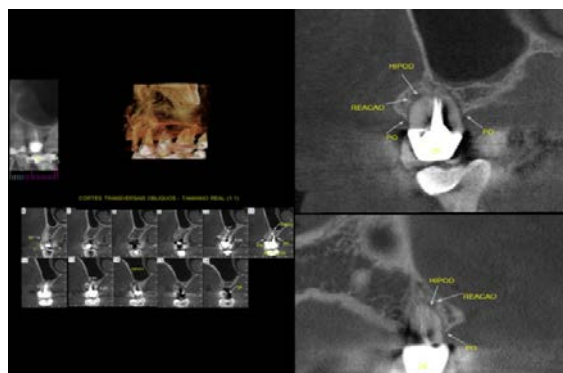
Tomografia evidenciando a linha hipodensa sugestiva de trinca radicular.
